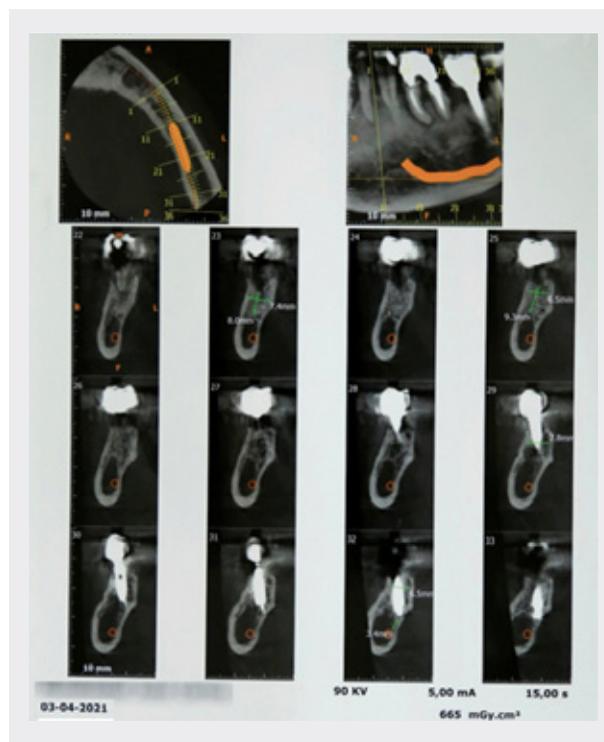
TOMOGRAFÍA PREVIA A LA COLOCACIÓN DEL IMPLANTE (2021).
